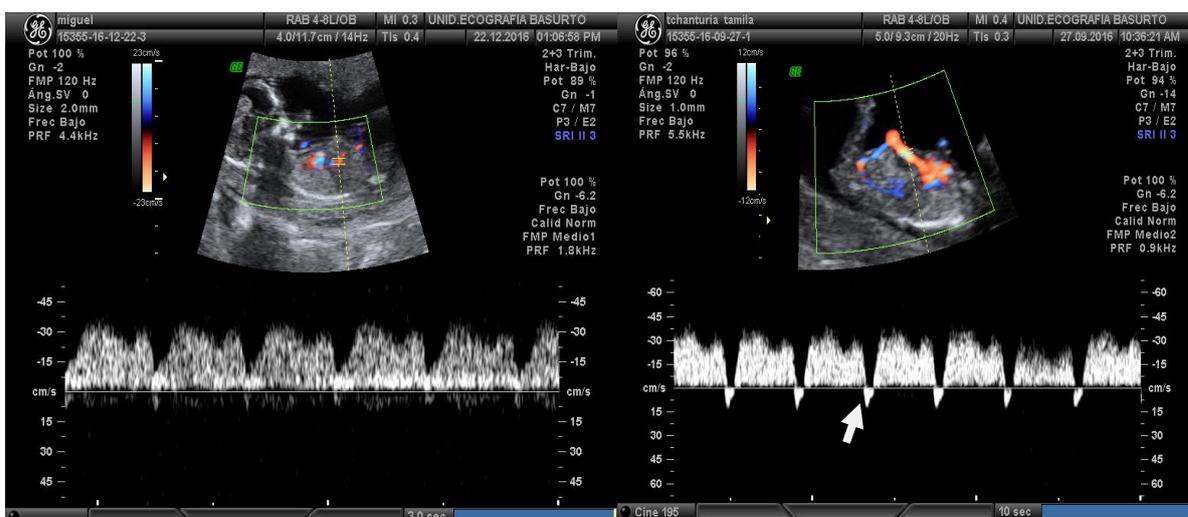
Ecocardiografía de ductus venoso normal (izda) en comparación con un ductus venoso reverso, señalado con la flecha (dcha).
